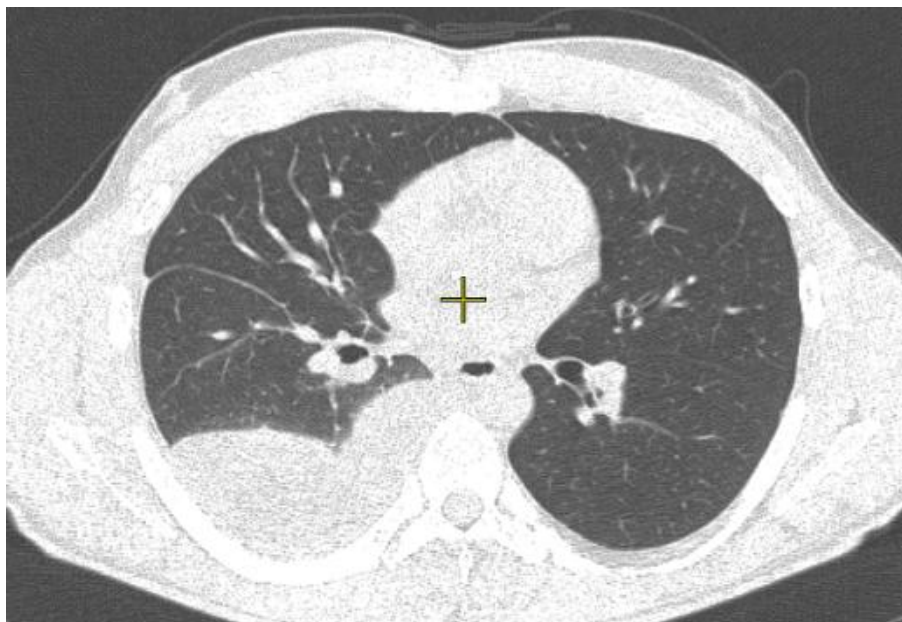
КТ ОГК. Пневмония, осложненная плевритом
